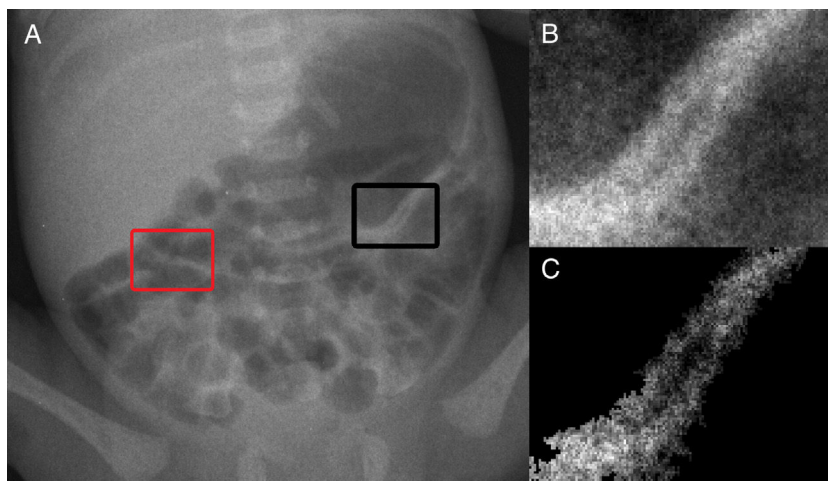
A, radiografia abdominal com pneumatose intestinal (PI) identificada na região de interesse (ROI, do inglês *Region of Interest*) circunscrita pela caixa preta. Alça normal do intestino também é identificada na ROI circunscrita pela caixa vermelha na mesma radiografia; B, destaque da ROI que contém uma alça com suspeita de PI; C, região de interesse após a segmentação da Fig. 3B com base na técnica de crescimento da região, resultando na extração da alça com PI do fundo.
